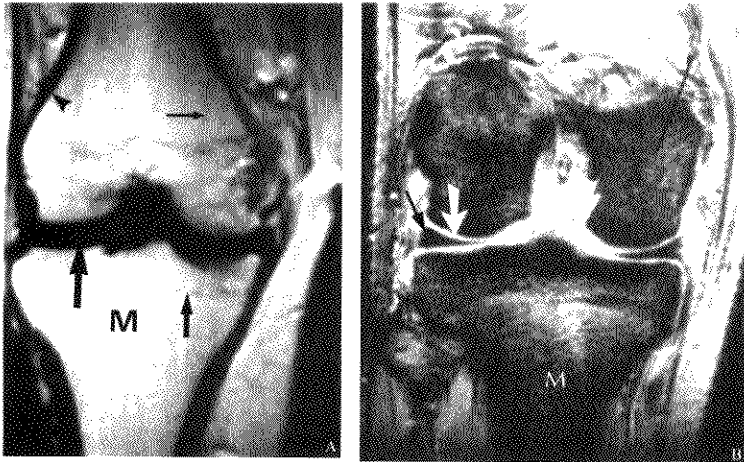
MRI显示皮质骨、松质骨、骨髓、关节软骨
